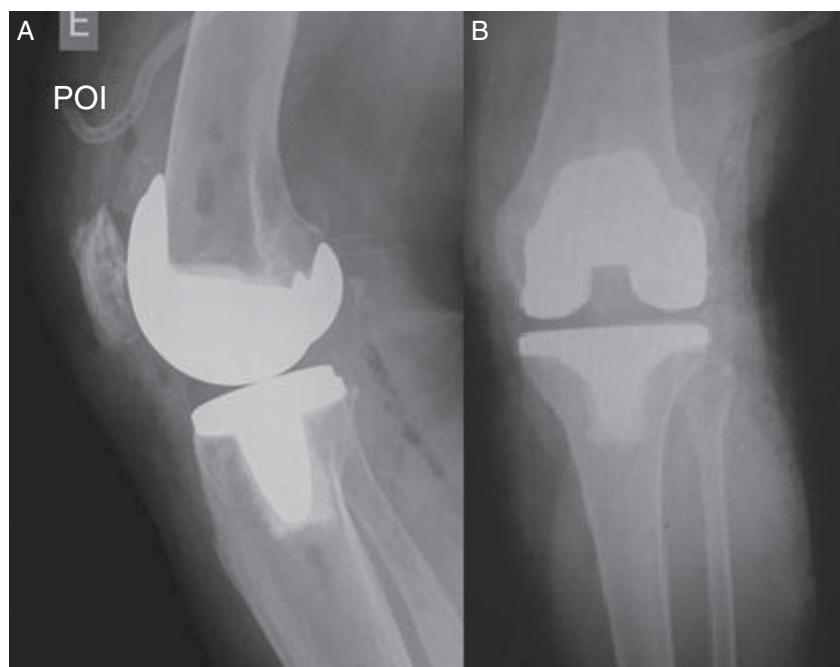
A, radiografias perfil pós-operatório; B, radiografia AP pós-operatória.
